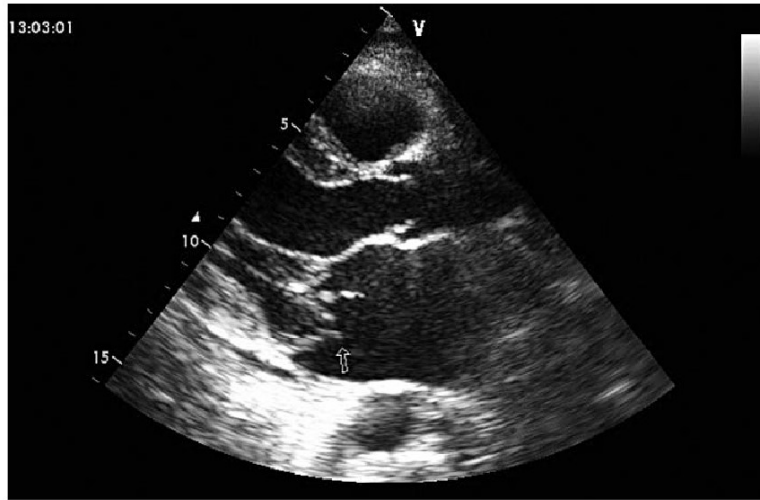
Эхокардиографические признаки митральной недостаточности. В-режим. Парастернальная позиция. Длинная ось левого желудочка. Пролапс задней створки митрального клапана за счет частичного отрыва хорд задней створки митрального клапана (визуализируются два флотирующие компонента оторванных хорд). Дилатация полости левого предсердия. Незначительный выпот в полости перикарда
